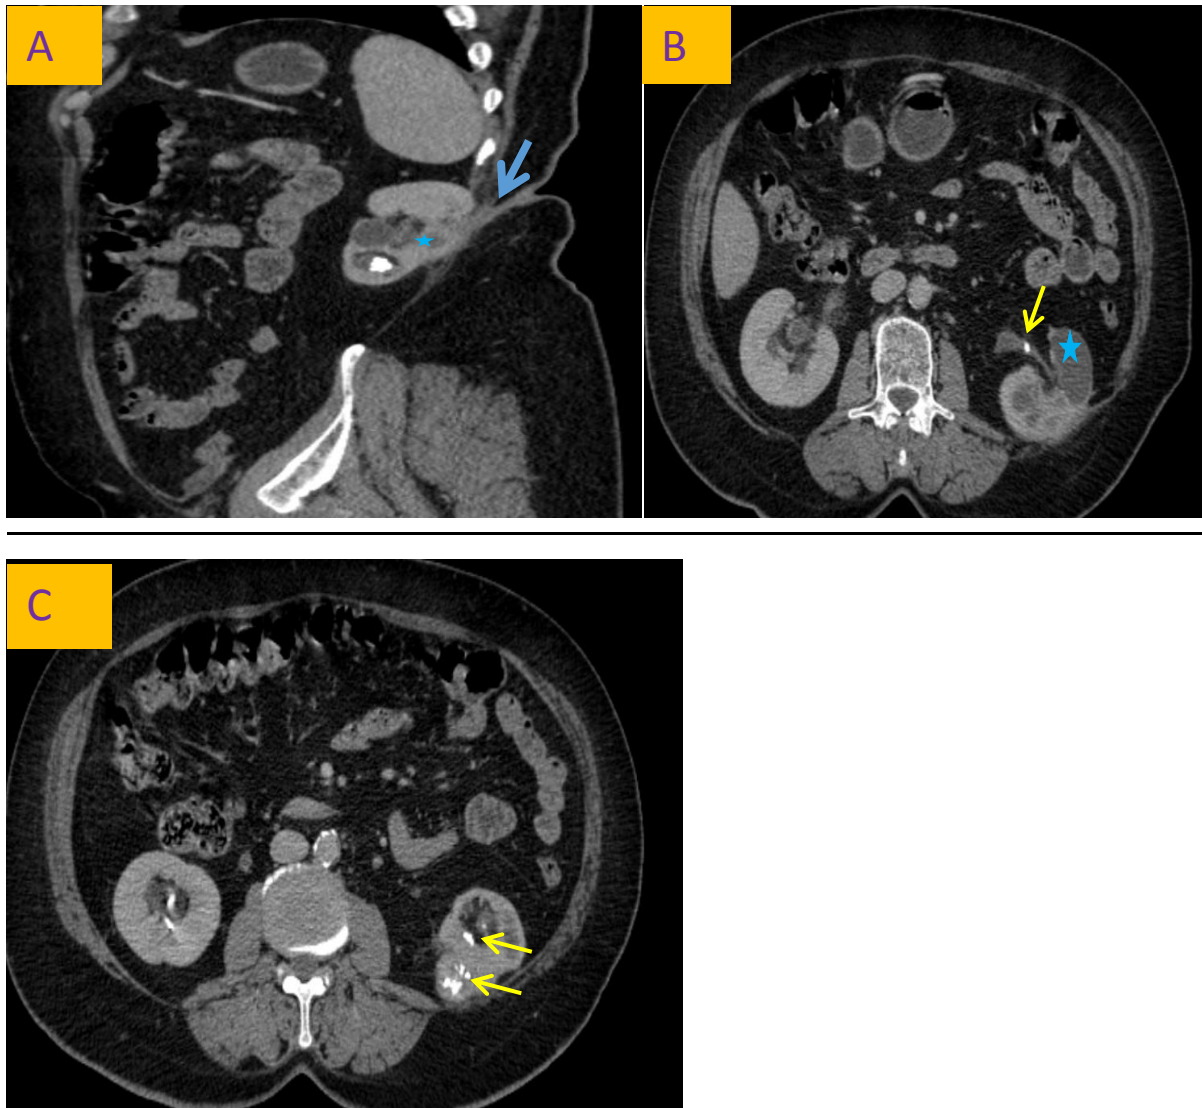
TDM en coupes sagittale (A) :fistule réno-cutanée gauche (flèche) avec quelques lésions liquidiennes cortico-médullaires polaires inférieures (étoile bleue).
